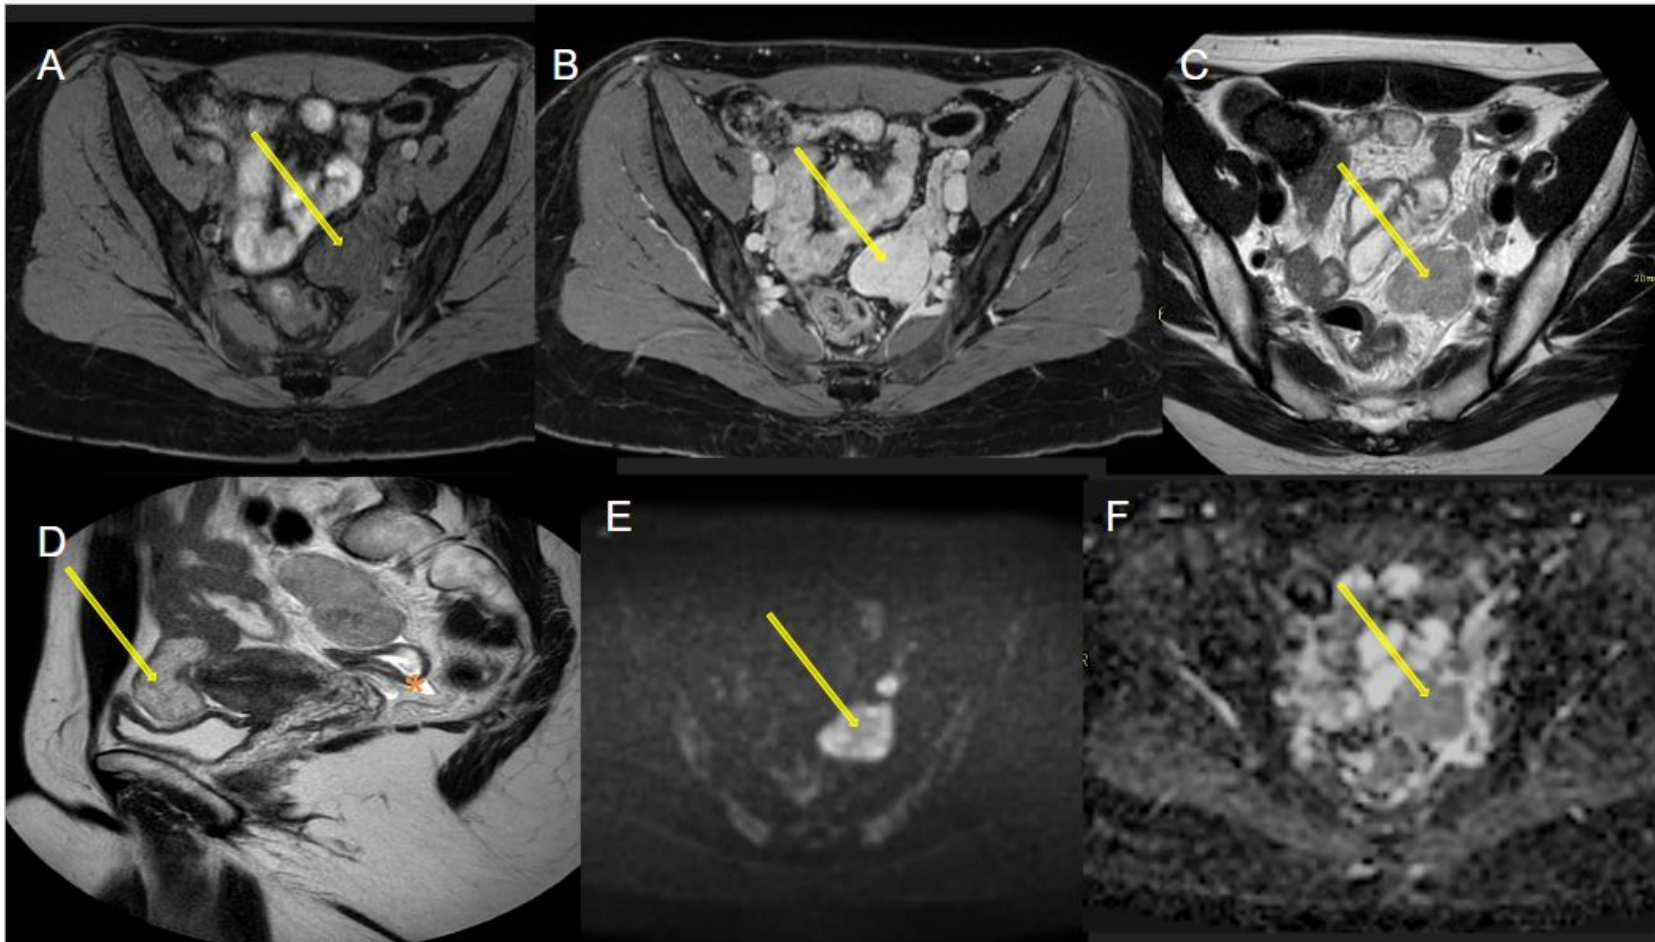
Misma paciente. Imágenes de RM axiales sin contraste (A) y con contraste en fase portal (B), ponderadas en T1 con supresión de grasa, axiales (C) y sagitales (D), ponderadas en T2, DWI (E) y mapa ADC (F) muestran uno de los nódulos pélvicos bien definidos (flecha amarilla) con baja intensidad de señal, realce homogéneo y restricción a la difusión. Pequeña cantidad de líquido acumulado (\*) en el fondo de saco rectouterino.
